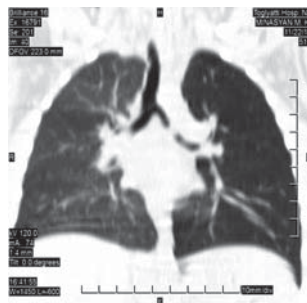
Мультиспиральная компьютерная томограмма грудной клетки: инородное тело левого главного бронха
